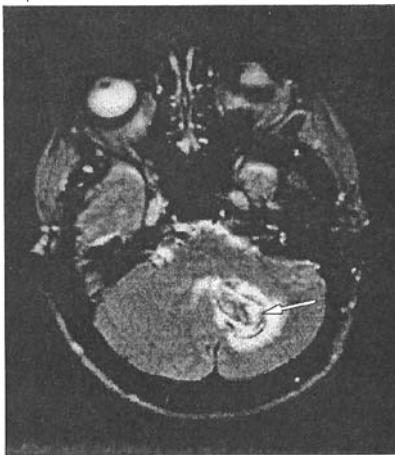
МРТ головного мозку хворого А., 52 років, на 3-тю добу від початку інсульту. Т₂-зважене зображення (аксіальна проекція).
